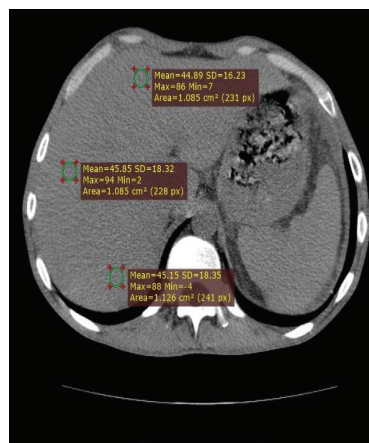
Комп'ютерна томографія печінки пацієнта Т. до початку лікування з визначенням щільності тканини печінки.
